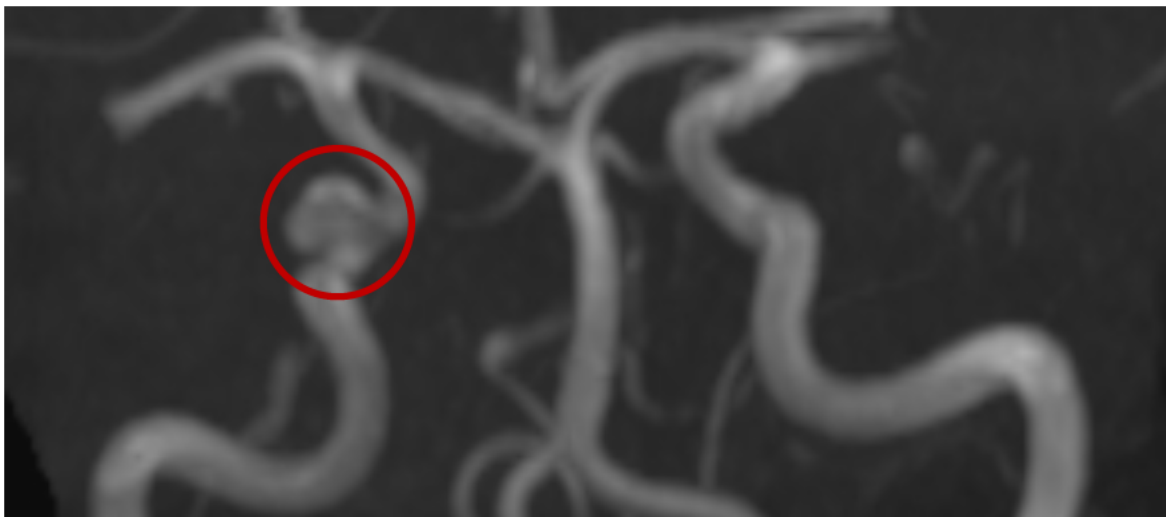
Magnetresonanztomographie (MRT) -angiographische Darstellung eines Aneurysmas der Arteria carotis interna rechts (markiert durch roten Kreis)
